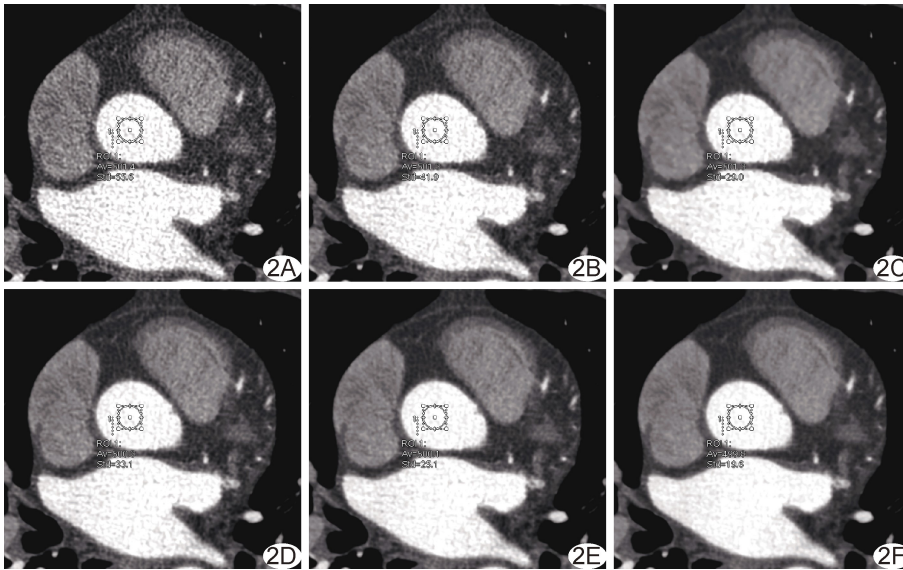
患者男,65 岁,主因胸痛就诊,不同重建算法图像中的升主动脉根部 CT 值的平均值及标准差
